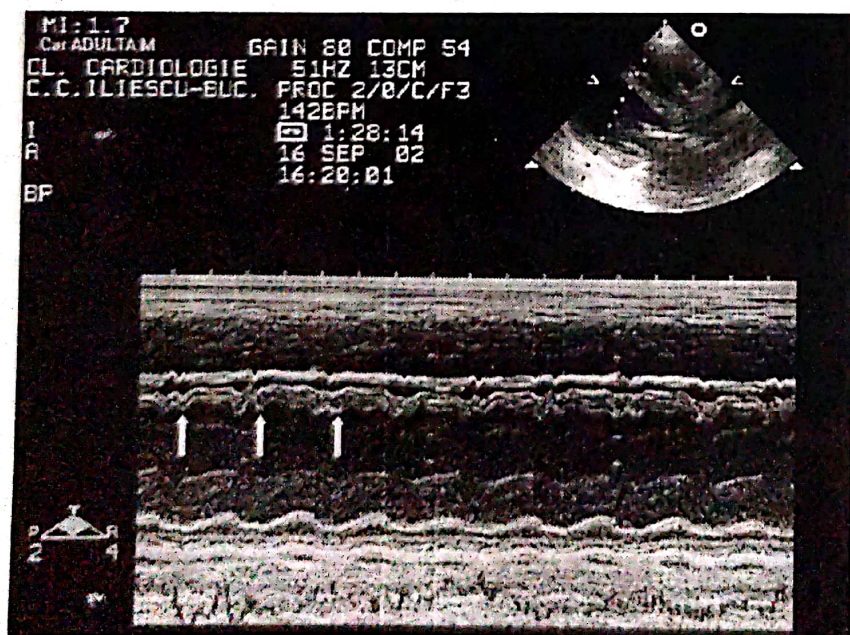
Ecografie mod M din secțiune parasternală longitudinală. Se observă incizura septală diastolică (săgețile), sugerând interdependența ventriculară crescută.
